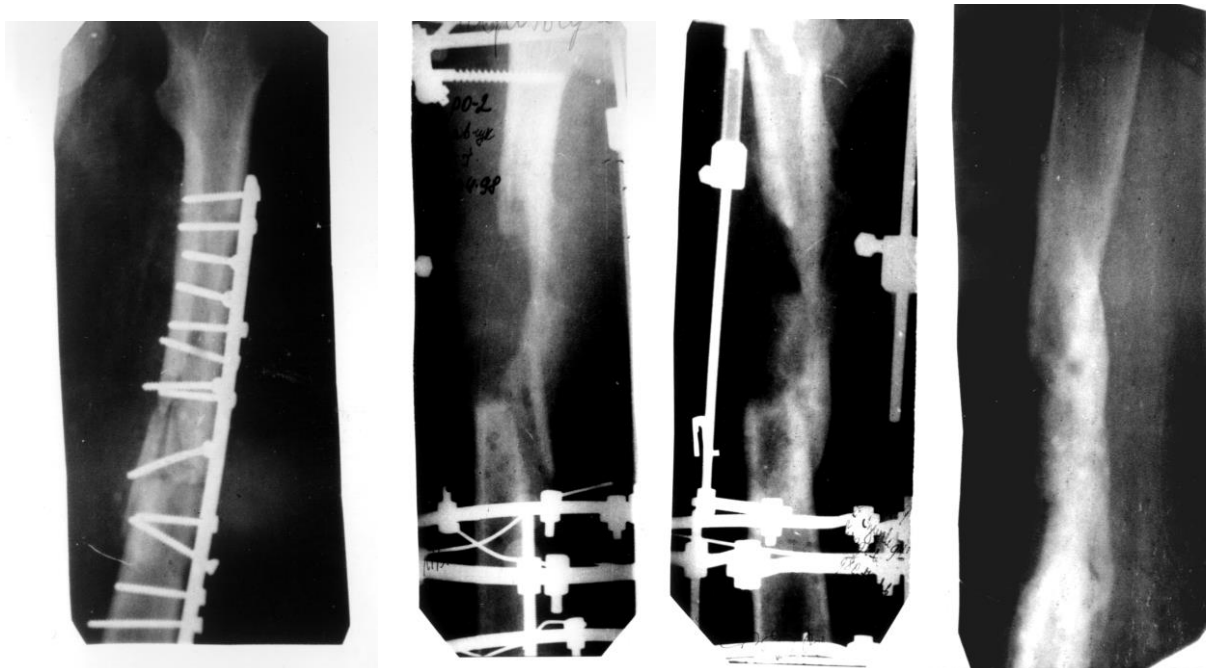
а) Рентгенограми хворого з післятравматичним остеомієлітом дистального метаепіфізу великогомілкової кістки, гнійний артрит гомілково-ступневого суглобу;
